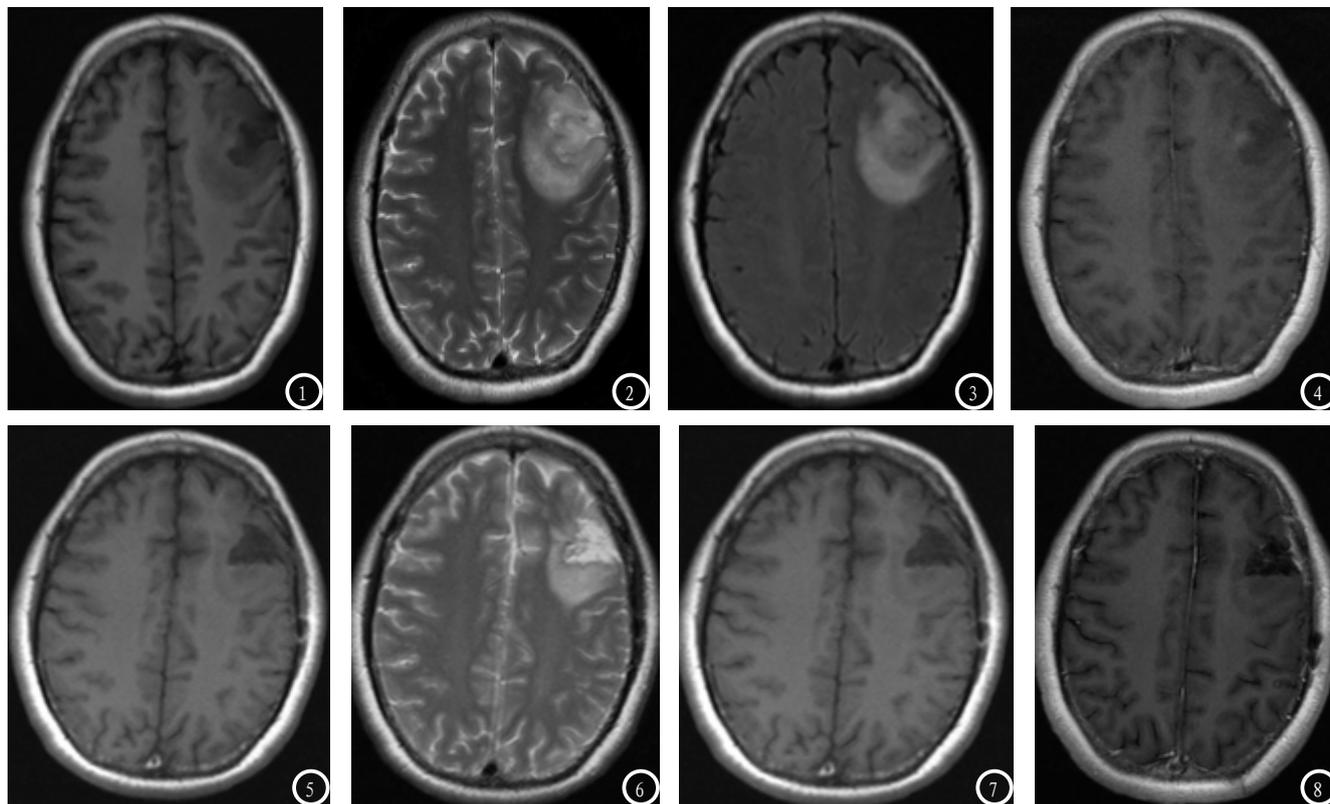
术前 T1WI序列；图2 术前T2WI序列；图3 术前T2 FLAIR序列；图4 术前T1WI增强扫描。图1-4 患者女性，42岁，主诉头痛、头晕持续8周，术前MRI发现左侧额叶团块，T1WI序列见低信号（图1），T2WI序列见高信号（图2），T2 FLAIR序列呈高信号，周边见片状水肿信号（图3），增强扫描病灶内见小片状轻度强化（图4）。图5术后T1WI序列；图6 术后T2WI序列；图7 术后T2 FLAIR序列；图8 术后T1WI增强扫描。图5-8 同一病例，术后3个月复查，术后T1WI、T2WI、T2 FLAIR、T1WI增强扫描左侧额叶见片状软化灶，提示术后恢复良好。
